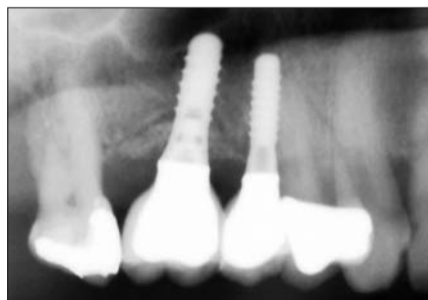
Röntgenkontrolle der Augmentation am Implantat 016.
